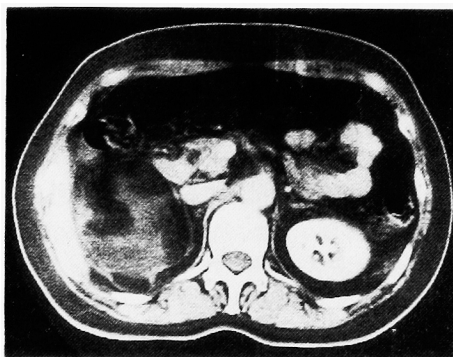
CT demonstrates well-defined heterogeneous mass consisting of fat density areas and higher density areas
